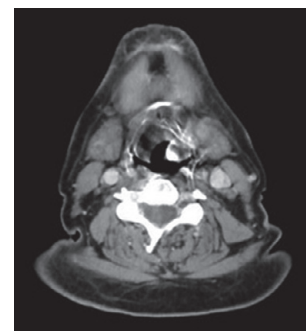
Tomografía cervical que muestra nódulo hipodenso bien delimitado en aritenoide izquierdo.
